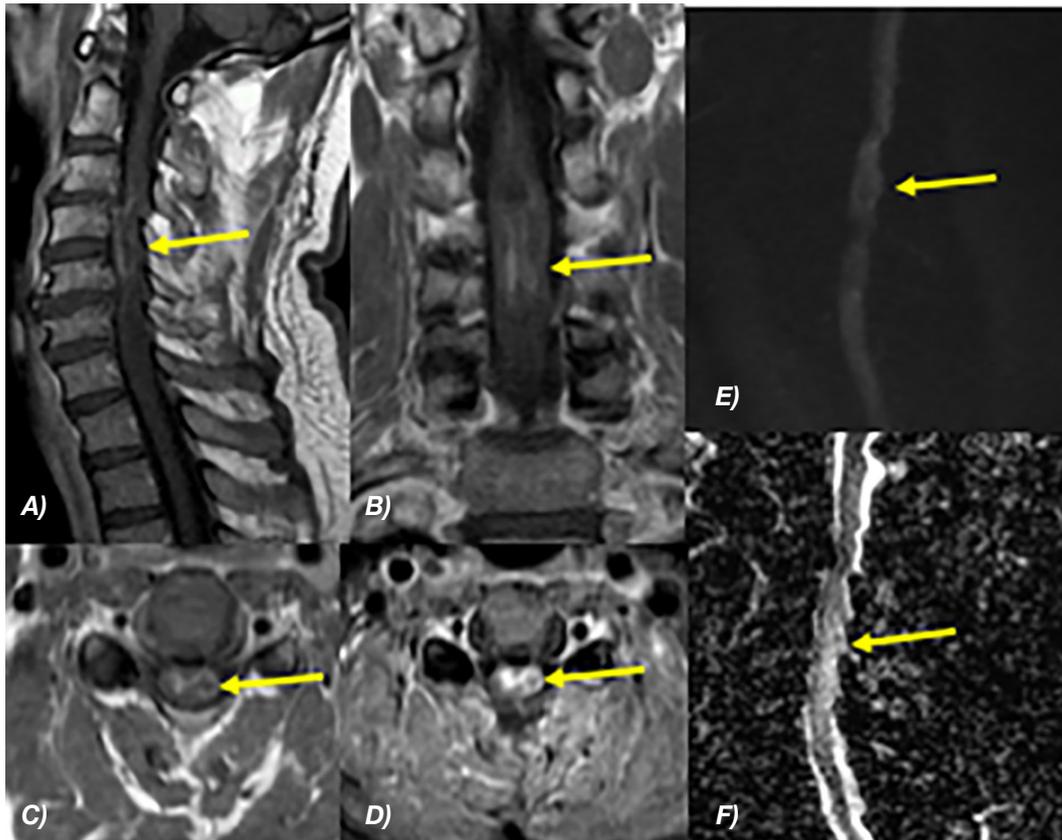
RM secuencias contrastadas de columna cervical ponderadas en: A) T1 sagital contraste. B) T1 coronal. C) T1 axial contraste. D) T1 STIR axial E) DIFUSION sagital. F) MAPA ADC sagital.
